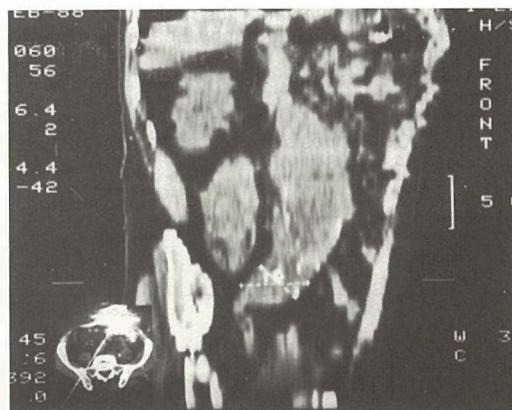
CT: vidljivo mjesto rupt ure aorte — dorzalno-lateralni zid lijevo.
